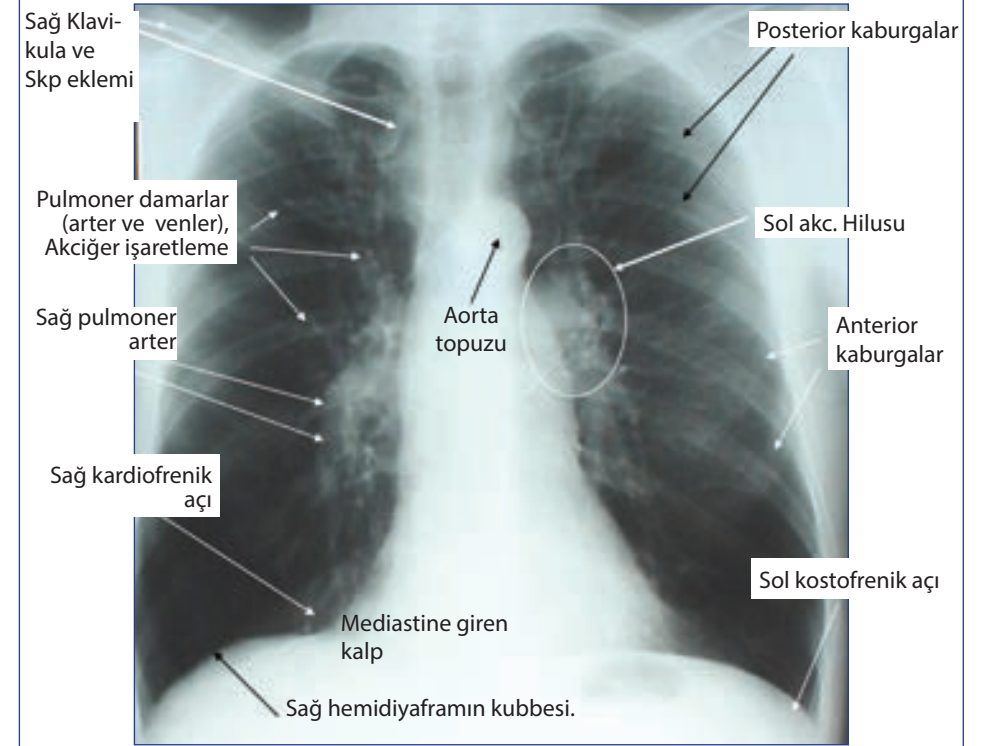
8: PA Göğüs Radyografisinin Normal anatomisi.
